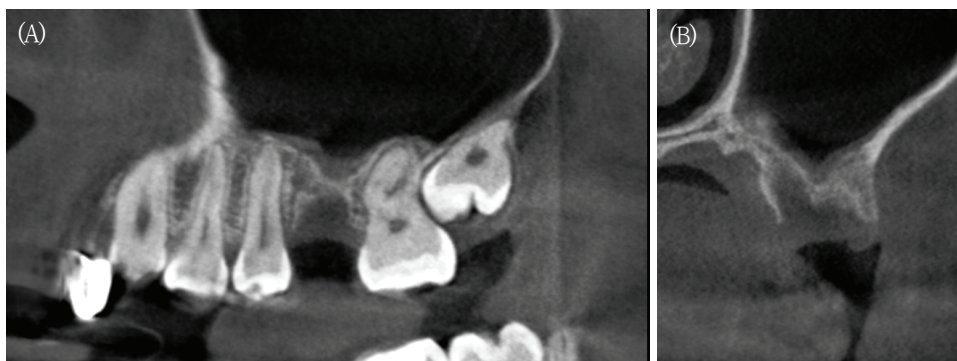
CBCT images of the maxillary left first molar recipient site obtained 1 month after extraction of tooth 26. Sagittal (A) and buccopalatal (B) views demonstrate adequate mesiodistal and buccopalatal dimensions at the cervical aspect of the alveolar ridge with limited residual vertical bone height. Crestal bone height from the alveolar crest to the sinus floor measures approximately 3 mm at the central portion of the site.
